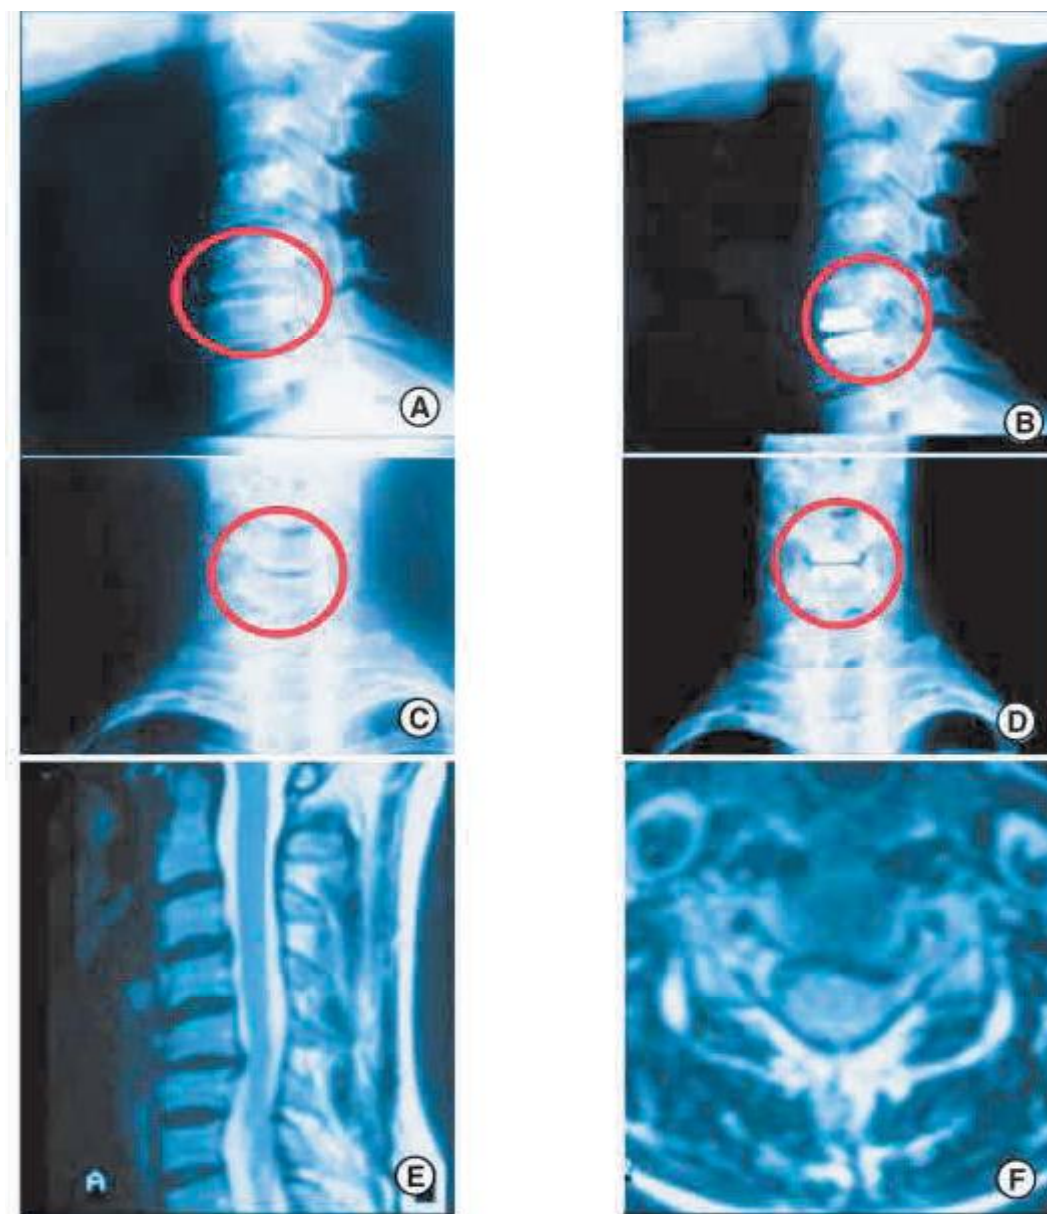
Estudios pre y postquirúrgicos solicitados a nuestros pacientes. A. Rxperfil neutro, el círculo rojo muestra el espacio de conflicto. B. Rx postoperatoria, con el ProDisc-C, ya colocado. Obsérvese la recuperación de la altura del espacio discal. C. Proyección preoperatoria de frente, el círculo rojo muestra el área de conflicto. D. Control postoperatorio de frente, se evidencia recuperación de la altura. También se puede observar el correcto posicionamiento del ProDisc-C, lo cual es esencial para un buen funcionamiento del disco artificial. E. Resonancia magnética, corte sagital, se evidencia protrusión discal que interesa un sólo nivel. F. Corte axial en el mismo paciente.
